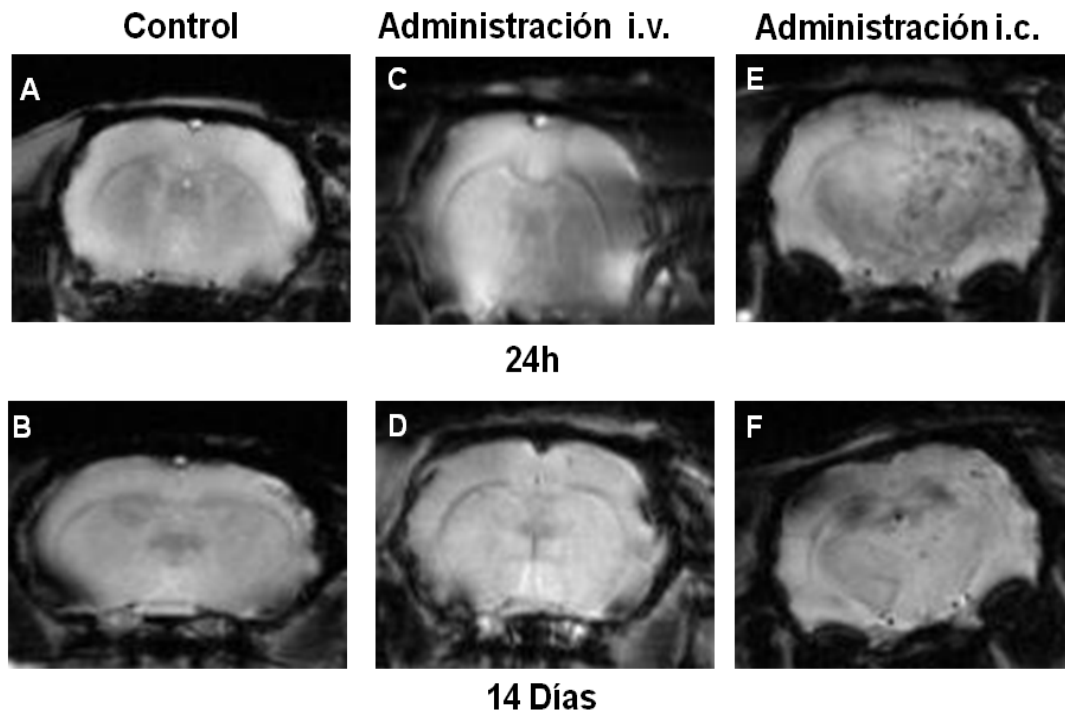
Implantación de CTM-MO por RM a las 24h y 14 días después del IC. La primera columna, muestra los grupos controles donde no se observó implantación de CTM-MO al no administrarse células. En la segunda columna, cuando las CTM-MO se administraron por vía i.v. no se observó implantación de las células en el área de la lesión, sin embargo en la tercera columna se puede observar como la administración i.c. mostró implantación de CTM-MO en la zona lesionada a las 24h y 14 días después del IC.
